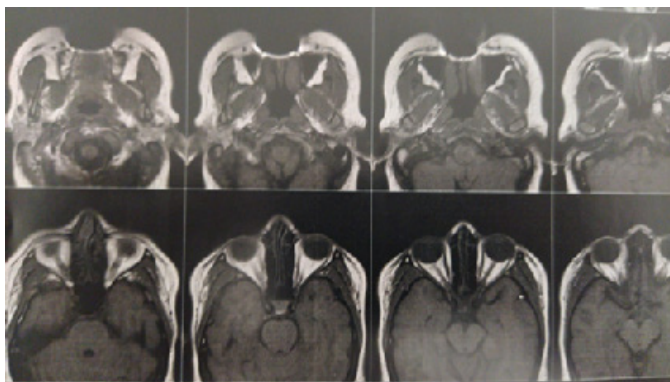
Exame de imagem, Ressonância, para visualização da bola de Bichat
